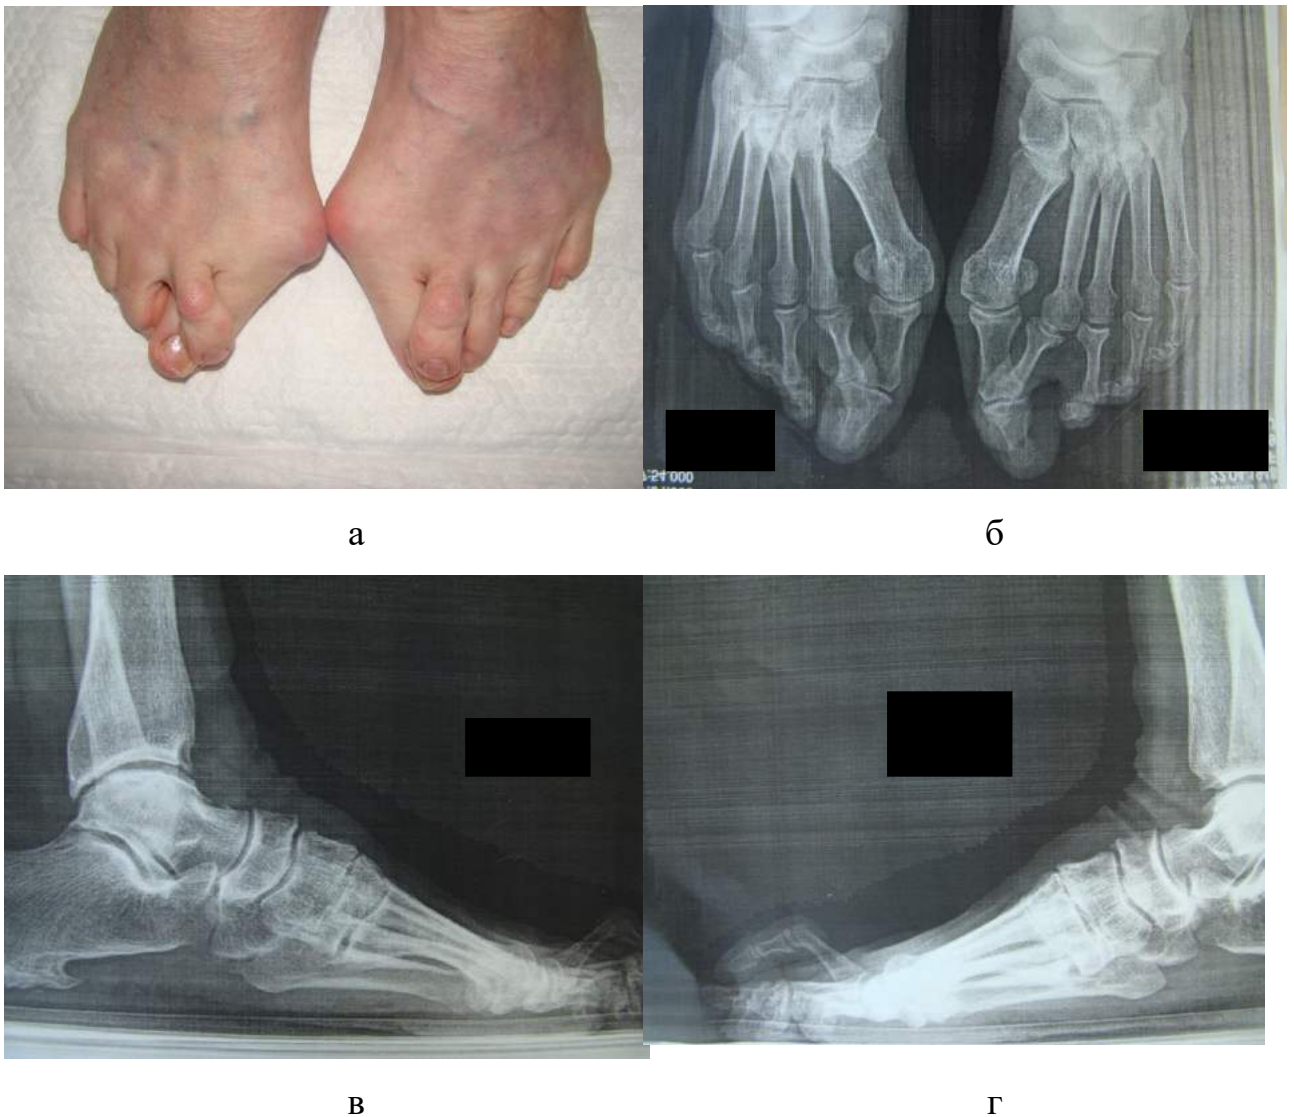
Фото зовнішнього вигляду стоп пацієнтки з молоткоподібною деформацією 2 пальця обох стоп (G3-G4) (а) та фотовідбитки з рентгенограм переднього відділу її стоп (б): фасна проекція обох стоп -деформація 2 пальця (G3-G4) (в, г); бокові проекції обох стоп -деформація 2 пальця (G3-G4).
